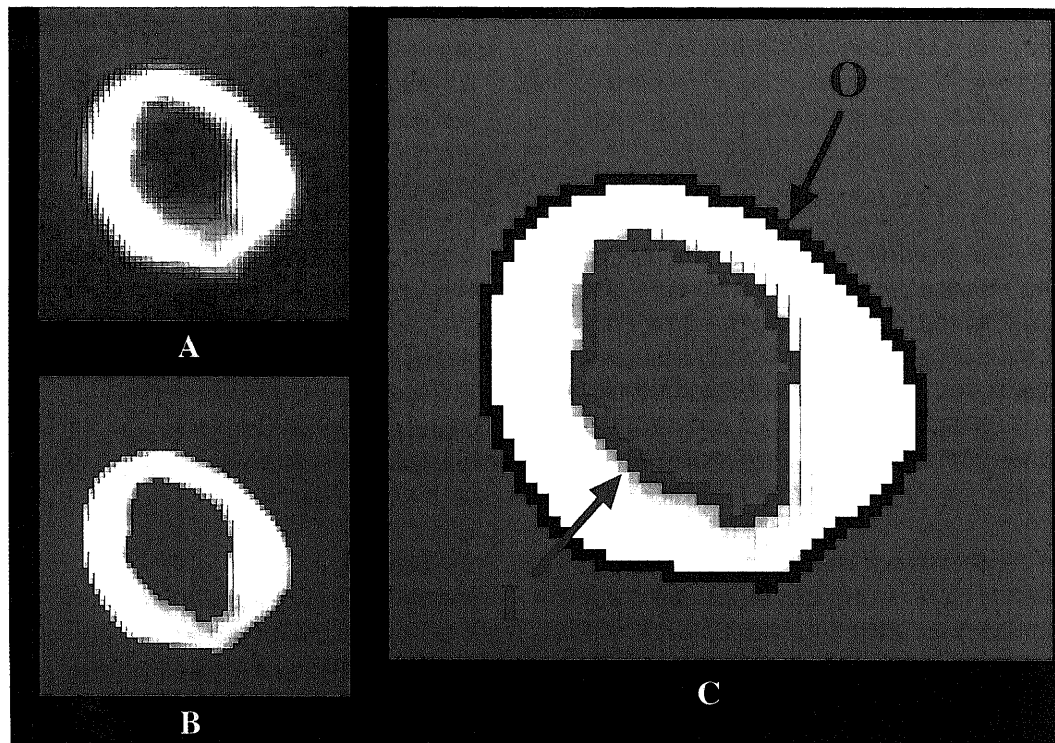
Example of the contour extraction section. (A) CT section. (B) Femoral cortex with some threshold using an image analysis program, Medvision®. (C) CT section after being extracted the inner (I) and outer (O) borders of the cortex. The inner and outer borders of the cortex were delineated at intervals of 6mm in areas distal and proximal to the section corresponding to the apex of the lesser trochanter.
